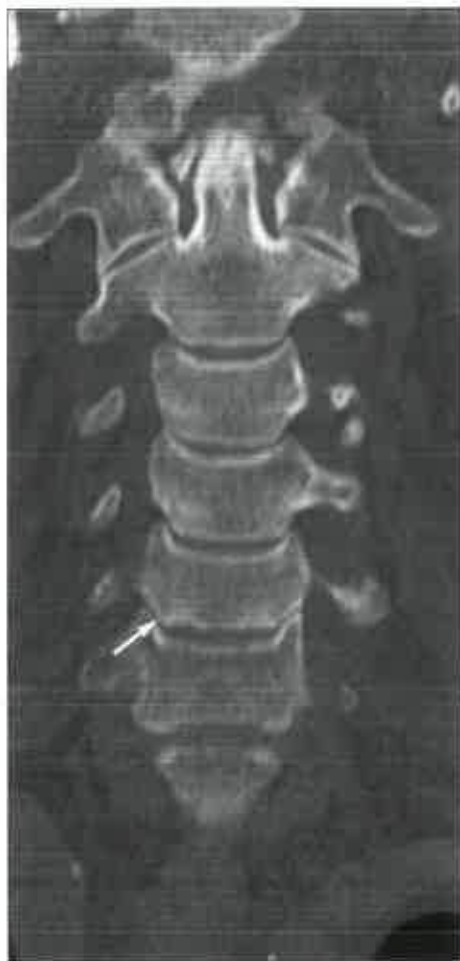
Ricostruzione di TC coronale: si noti l'"articolazione" uncovertebrale (freccia).
